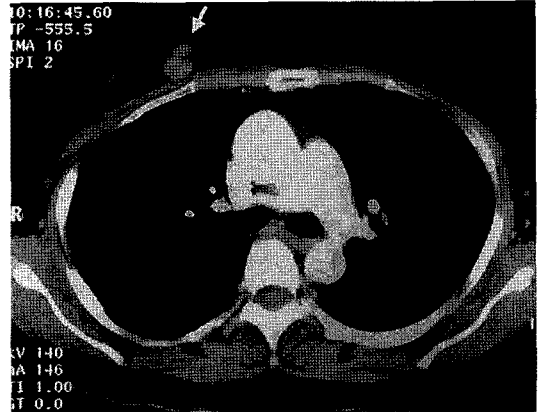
Computerized chest tomographic scan that was taken 2years after operation shows a subcutaneous dumb-bell shaped mass at the previous biopsy site(arrow).
